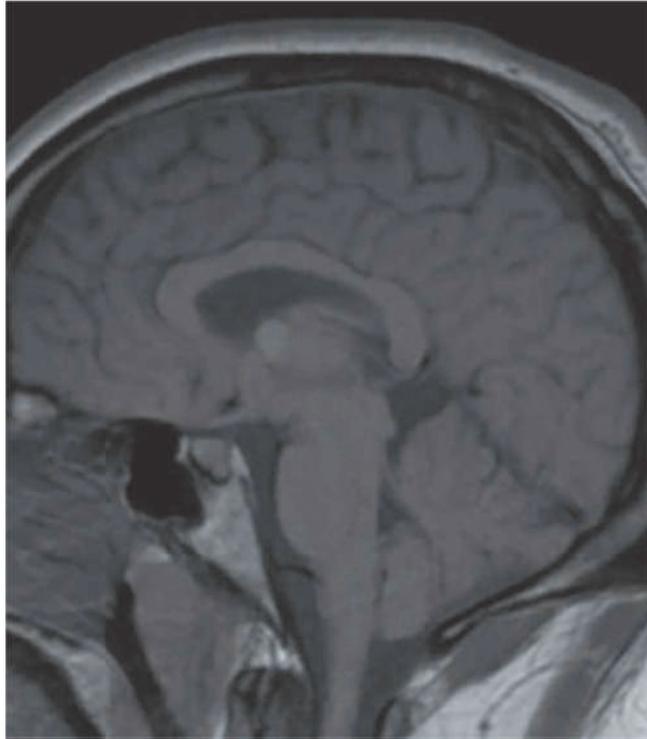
IRM cérébrale coupe sagittale T1.
